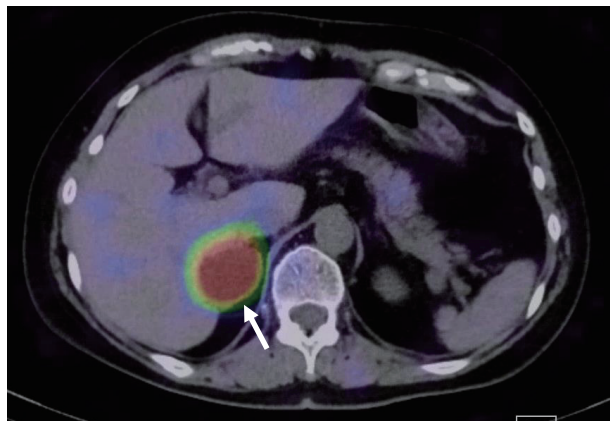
^{131}I -adosterol scintigraphy.
